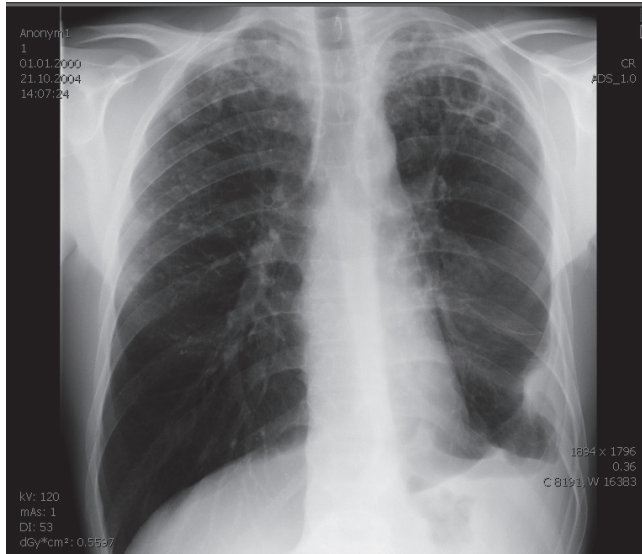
Röntgenbild bei Tuberkulose
